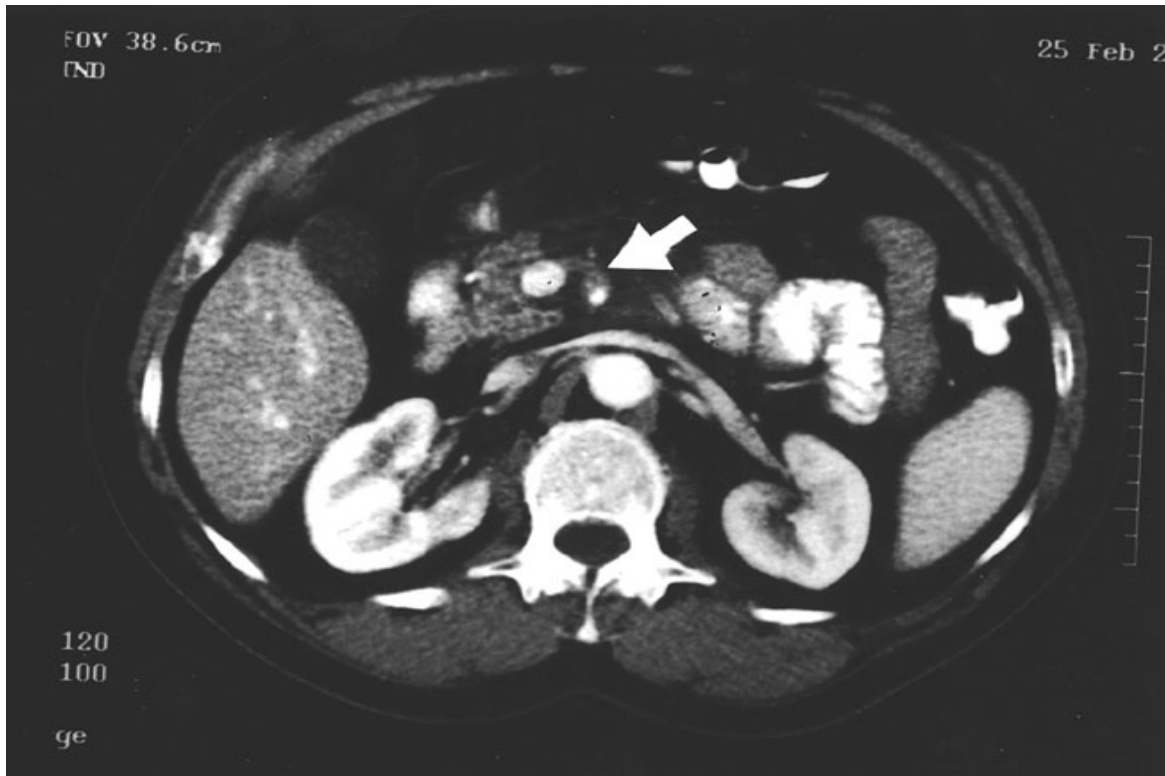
Reconstrucción axial de tomografía axial computada helicoidal en fase arterial, la flecha señala la arteria mesentérica superior, con una zona del lumen sin contraste, que corresponde al falso lumen de la disección.
